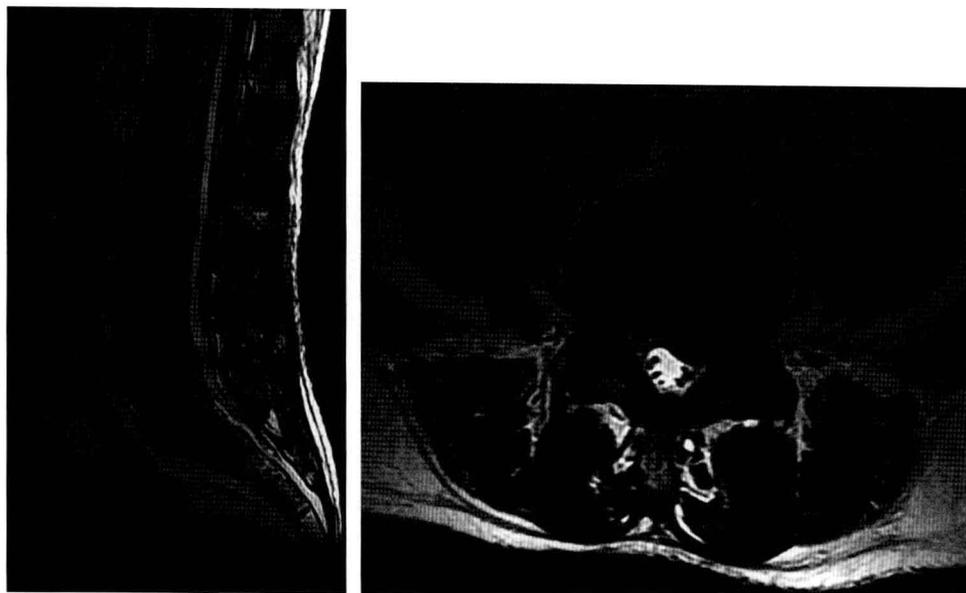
MRI 示 L_{4,5} 椎间盘左侧突出
